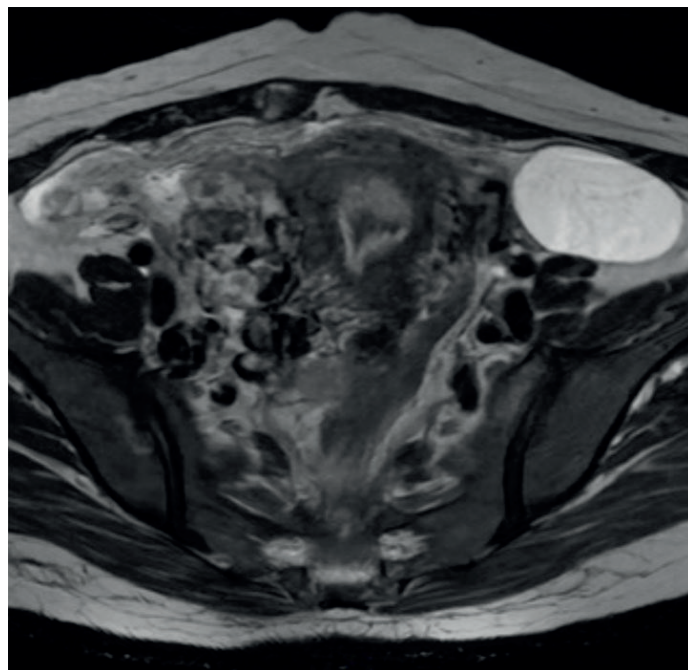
TAC de abdomen y pelvis con aspecto de masa y degeneración quística anterior a la vejiga, engrosamiento de las paredes del recto, sin descartar daño cervical.
